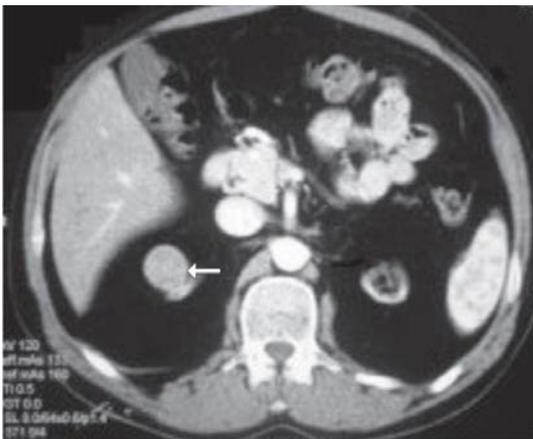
Tomografia computadorizada helicoidal multislice 64 cortes, de abdome total, demonstra rins primitivos atroficos bilateralmente e imagem nodular, sólida, com coeficiente de atenuação de partes moles, contornos regulares, medindo 2,7cm de diâmetro médio, com moderado realce de padrão heterogêneo pelo meio de contraste, localizada em parênquima da face anterior do polo superior do rim direito (seta).
